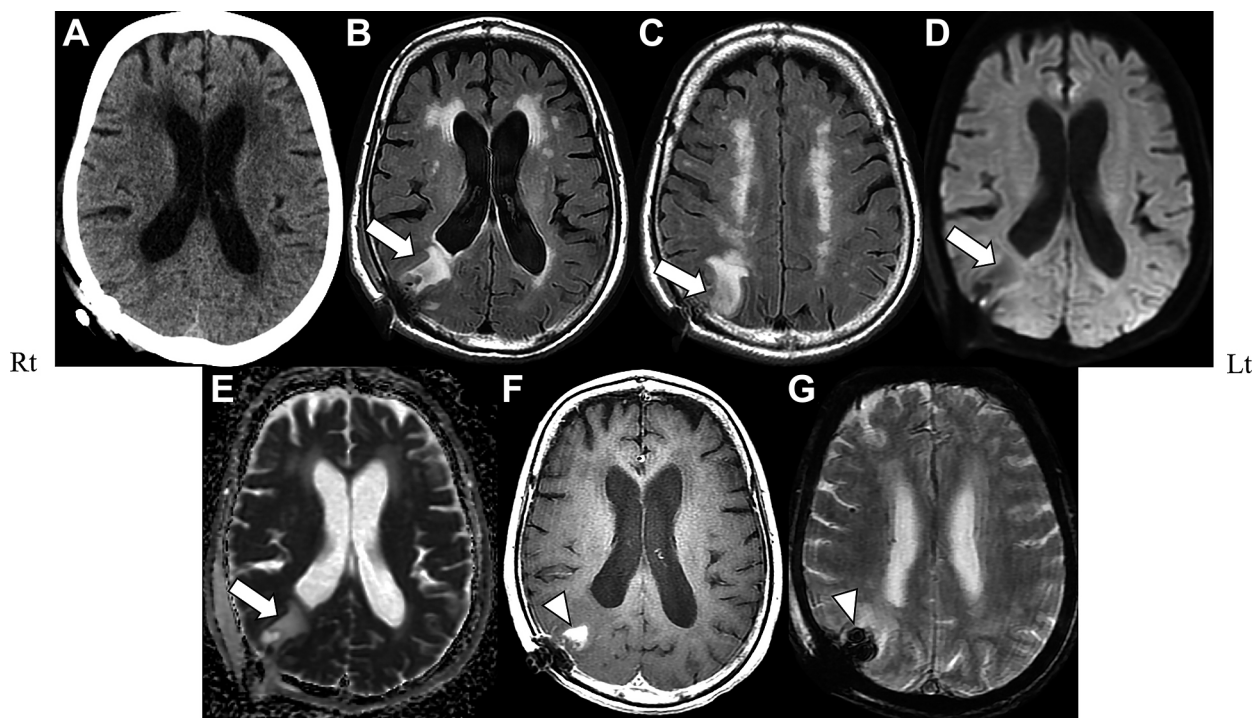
Brain CT and MRI findings after brain biopsy.
